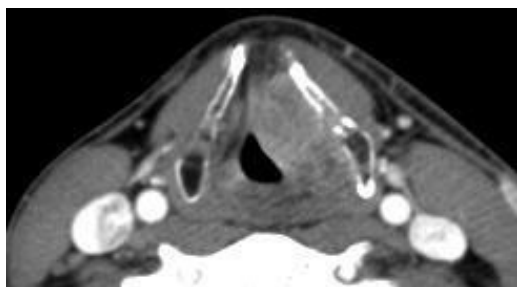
Neoplasia de CVI con extensión paraglótica (rT3Nx) en CT con contraste.
